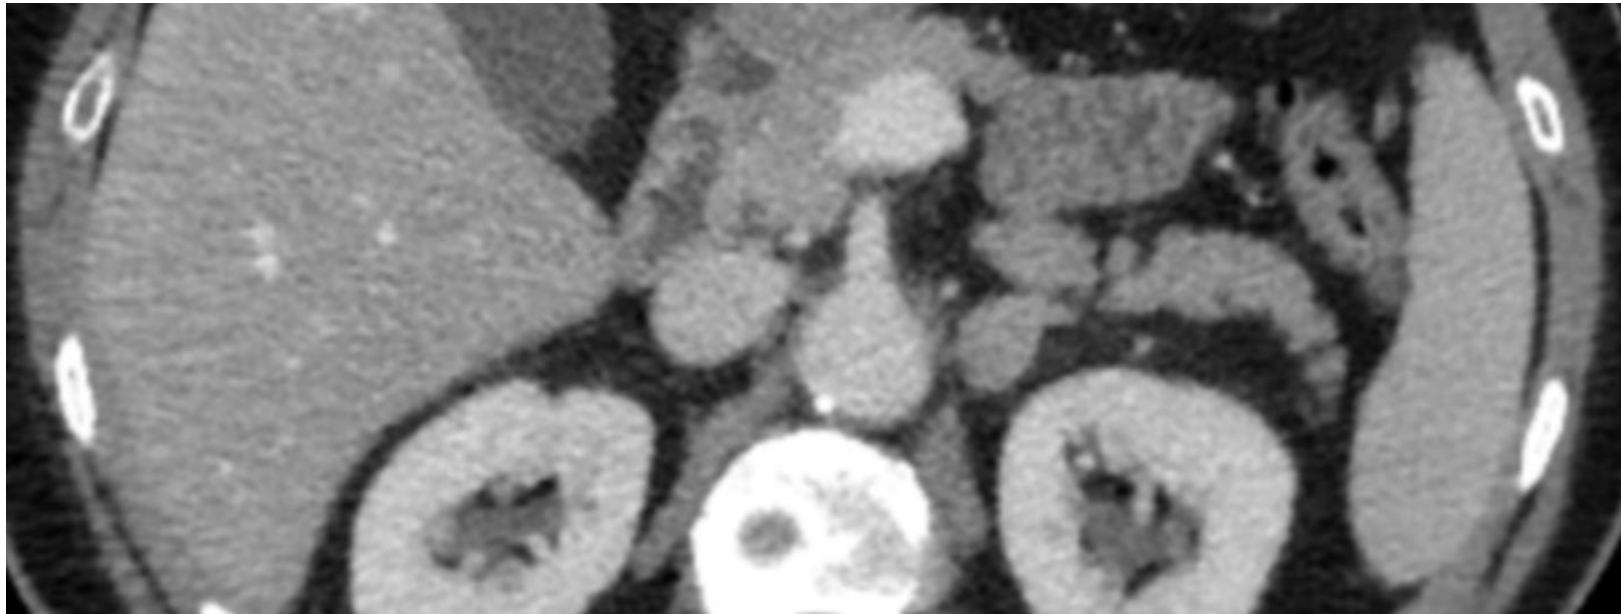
TC de abdomen con contraste intravenoso. Nódulo adrenal izquierdo, identificado en un TC solicitado por otro motivo.
